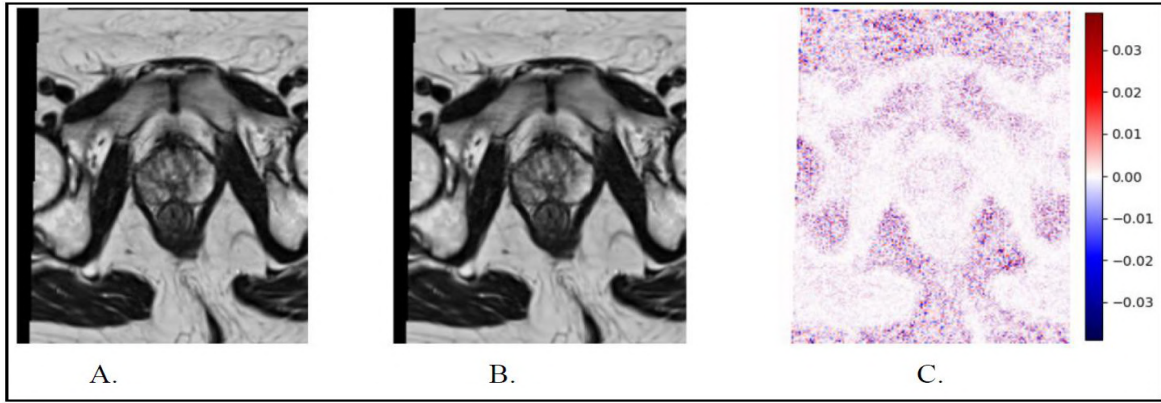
(A) Unprocessed axial MRI image; (B) Axial MRI image after denoising with VST+BM3D; (C) Residual representation of the denoising effect.
